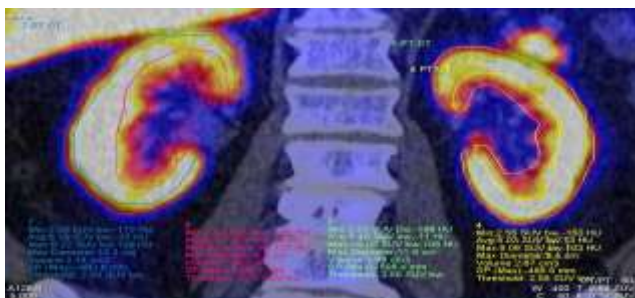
Томограмма волонтера Б. 25 лет с визуальным и цифровым ранжированием уровня захвата ^{11}C -холина паренхимой почек.
